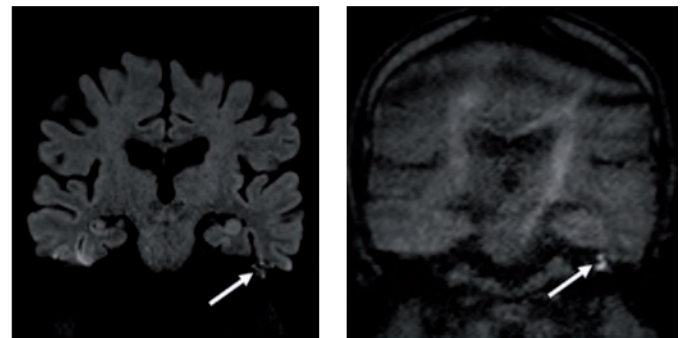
Aspect d'un cholestéatome de l'oreille moyenne gauche avec différentes séquences de diffusion en IRM (coupe coronale): à gauche, séquence Resolve (MS EPI DWI) et à droite séquence HASTE (SS non EPI DWI).
